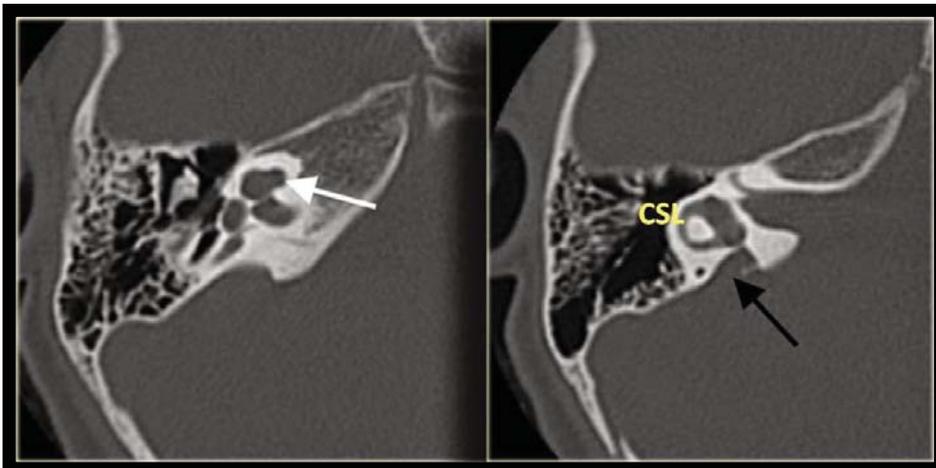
TAC de oído con dilatación del acueducto del vestíbulo. Marcado con la flecha se observa esta anomalía.
